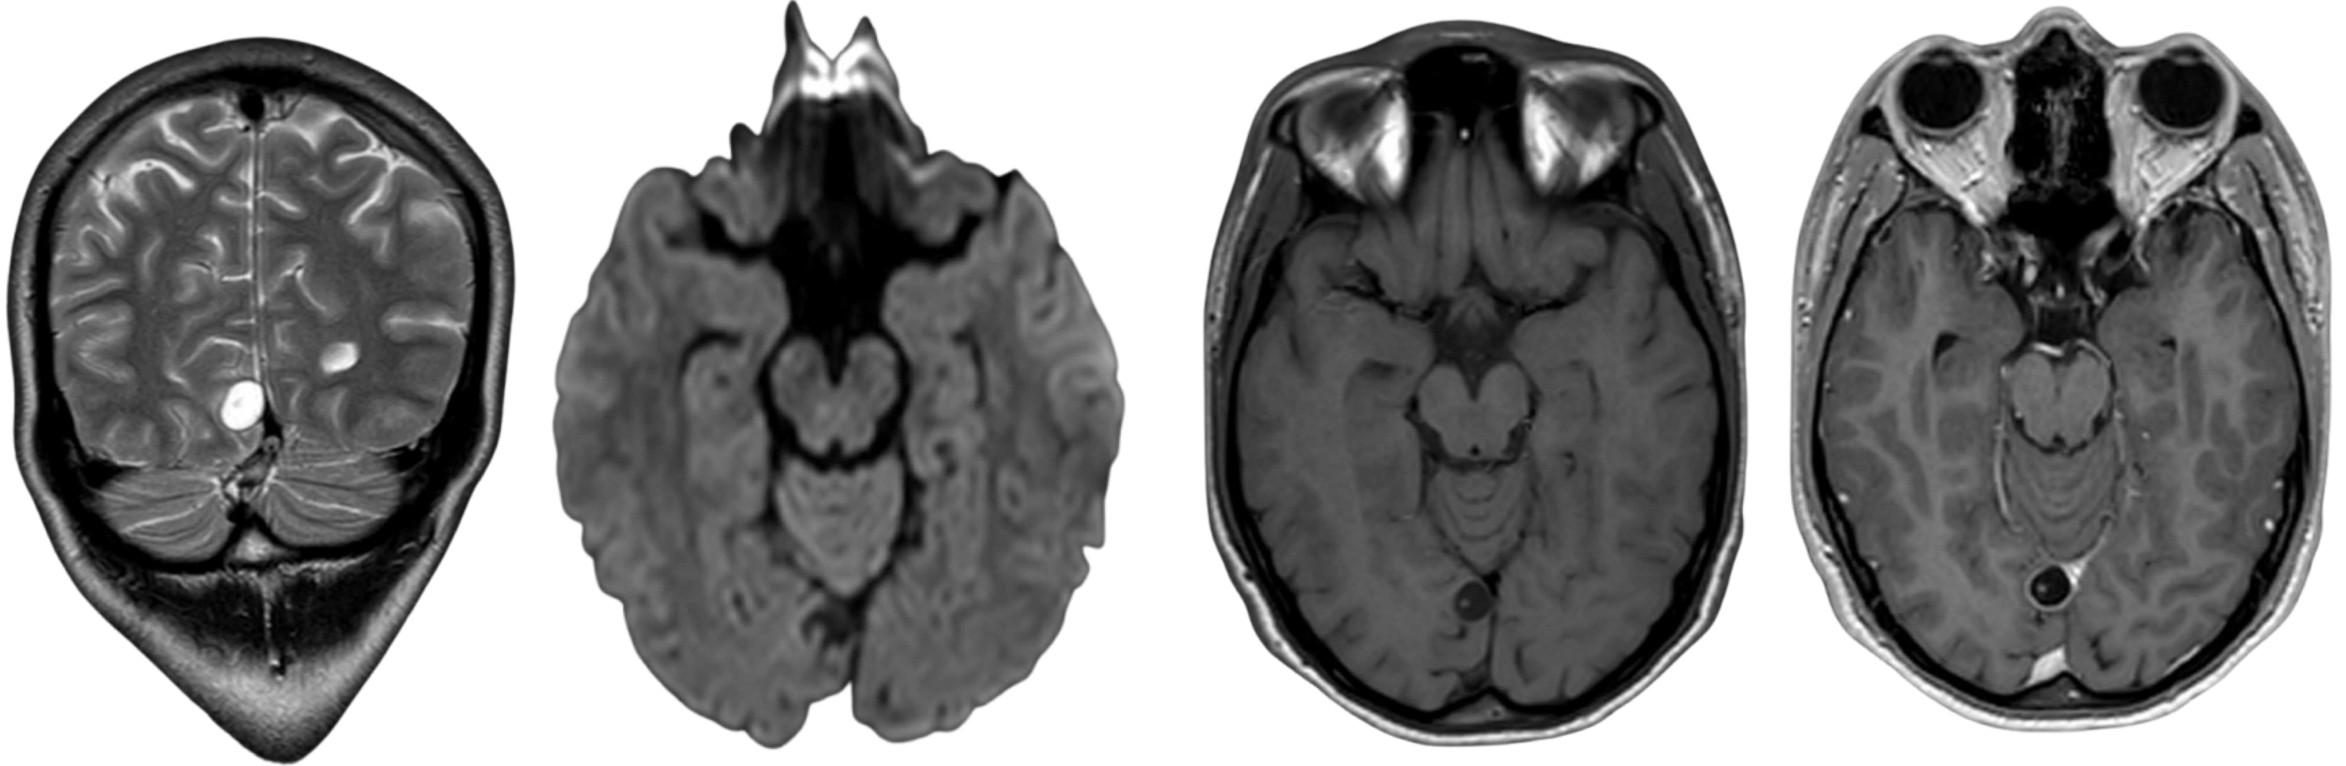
Secuencias T2 coronal, DWI y T1 pre y postcontraste.
